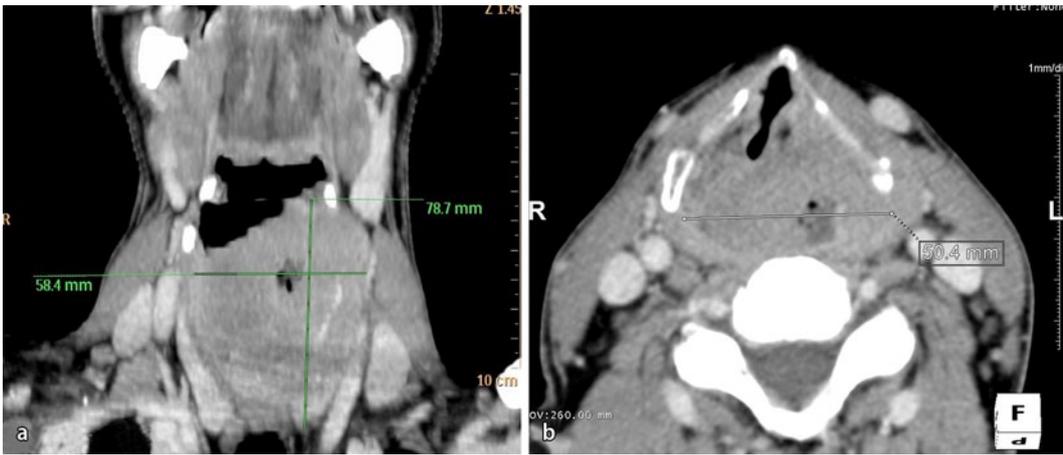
◀ Computertomographischer Befund präoperativ. a Koronare Darstellung, b Axiale Darstellung
